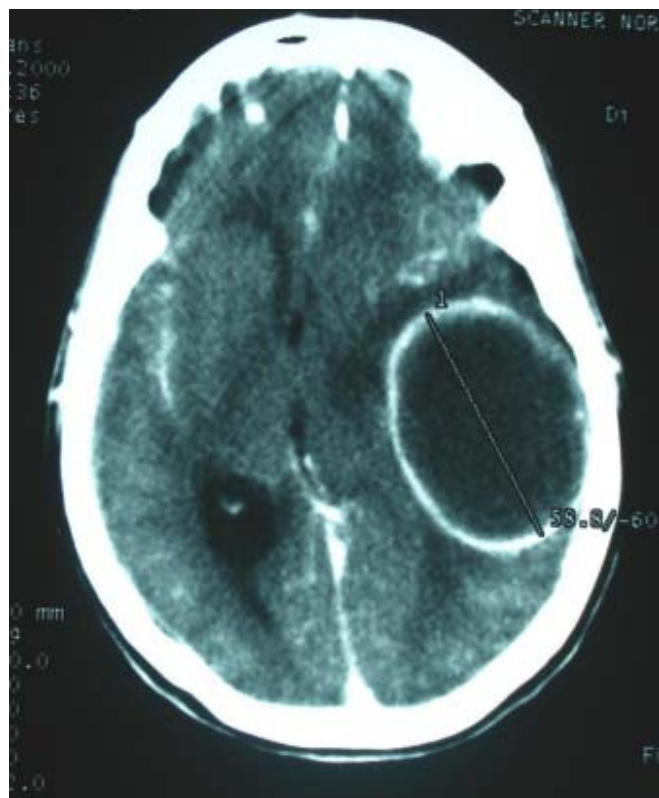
TDM cérébrale avec injection de produit de contraste montrant une lésion hypodense réhaussée en anneau avec œdème péri lésionnel.(140)
